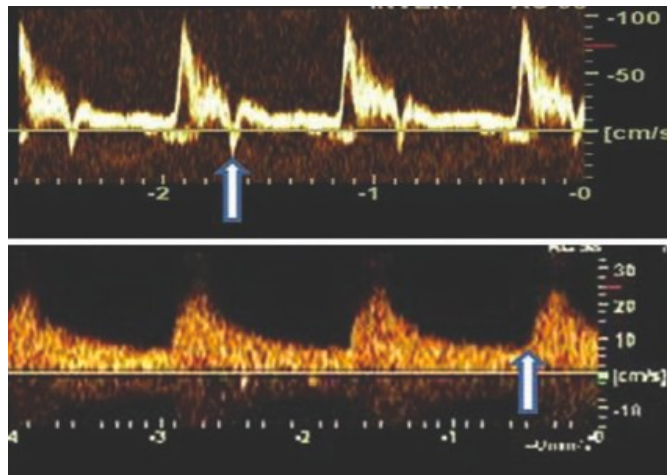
Normales und pathologisches Dopplersignal. Oben: Normales bi- bzw. triphasisches peripher-arterielles Dopplersignal mit „DIP“ (Pfeile). Unten: Pathologisches postokklusives monophasisches peripher-arterielles Dopplersignal mit erhöhtem enddiastolischen Fluss, aufgrund schlechter Kompensation des Verschlussereignisses (2).
